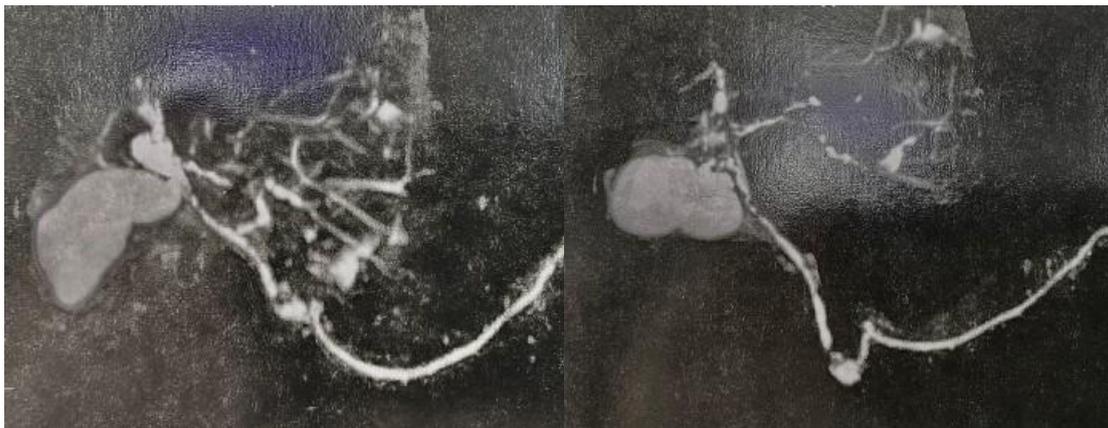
Achados radiológico realizado por colangiressonância evidenciando múltiplas áreas de constrição intercaladas com dilatação envolvendo as vias biliares intra e extra-hepáticas, sugestivas de CEP.
